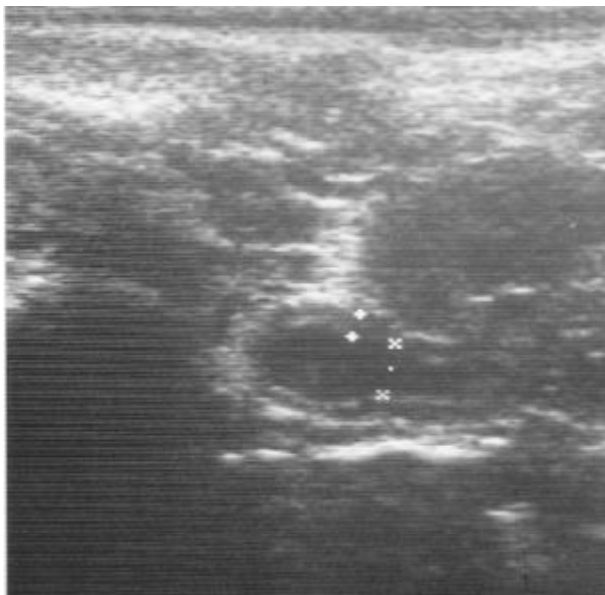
Épaississement de la paroi du bassinet visible sur une coupe échographique axiale du rein droit dans le cadre d'une pyélonéphrite aiguë. Ce signe peut aussi être rencontré en cas de reflux sans infection [66].
